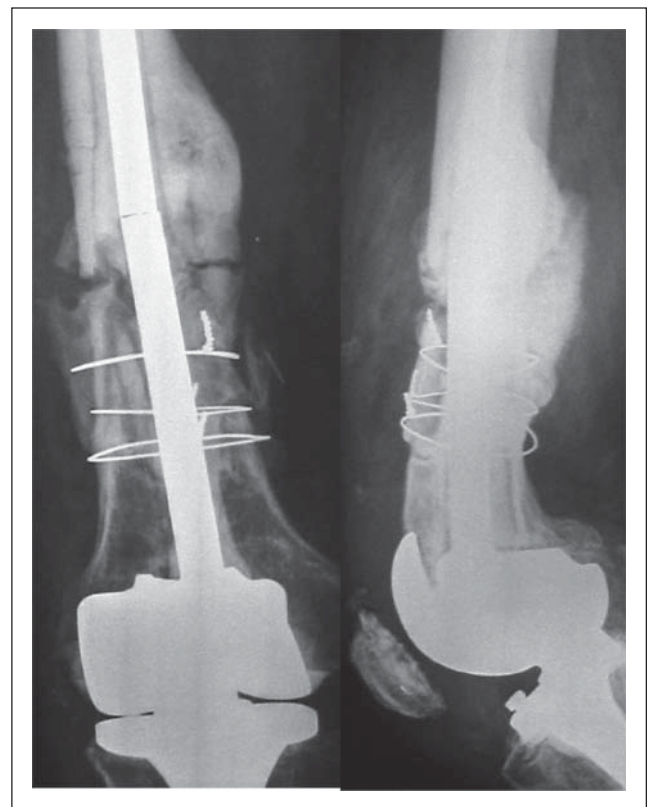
Röntgenbilder eines 58jährigen Patienten, der im Juni 1996 bei Gonarthrose mit Kniegelenkprothese versorgt wurde. Im März 2000 erlitt er eine suprakondyläre Oberschenkelchaftfraktur, die primär mit Doppelplatte und zementierter Knieprothese stabilisiert wurde. Bereits im Mai 2000 kam es zum Implantatsversagen und zur Re-Verplattung. Nach neuerlichem Plattenbruch erfolgte im Juli 2000 die Implantation einer zementierten Langschaftprothese und Stabilisierung der Fraktur mittels Drahtcerclagen. Wegen Bildung einer hypertrophen Pseudarthrose wurde der Patient im Oktober 2000 im Unfallkrankenhaus Meidling vorgestellt.
